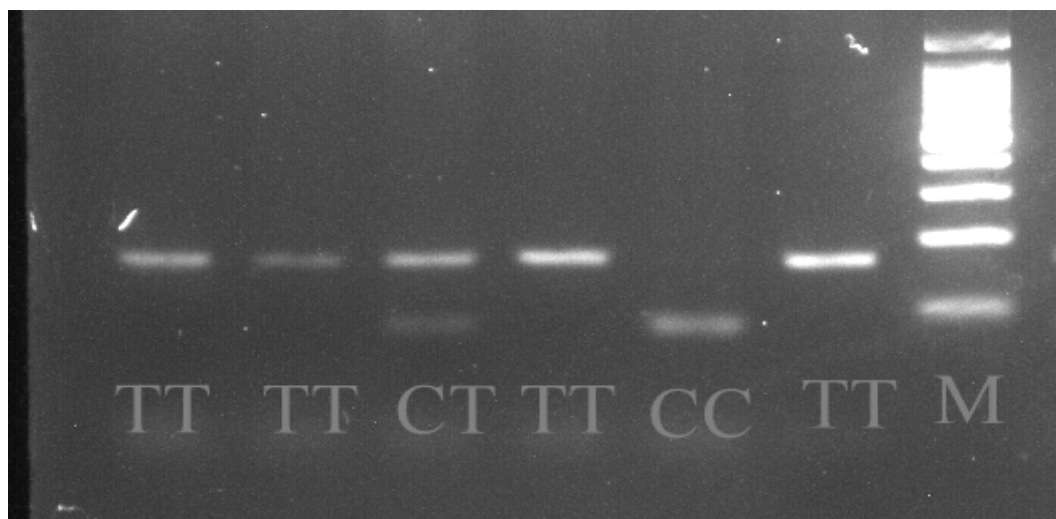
Электрофоретическое разделение генотипов полиморфного локуса T786C гена eNOS в 3%-м агарозном геле, где генотипу TT соответствуют фрагмент ДНК длиной 164 п.н., CT – 164 и 82 п.н., CC – 82 п.н. M – ДНК-маркер молекулярных весов 100–1000 п. н.
